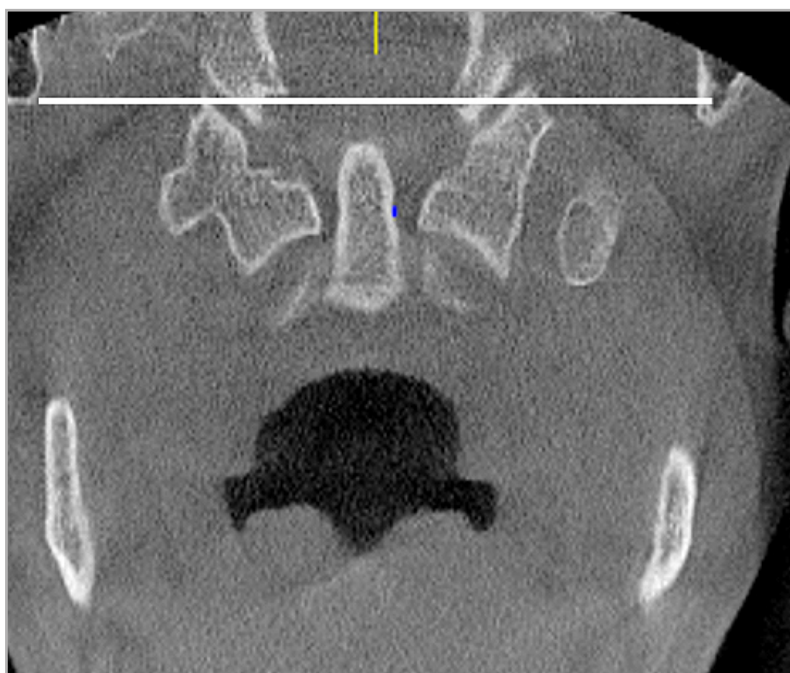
КЛКТ-томограмма, MPR-реконструкция в косой плоскости через сосцевидный отросток височной кости и зуб С2. Линия — бимастоидальная линия Фишгольда — Метцгера
